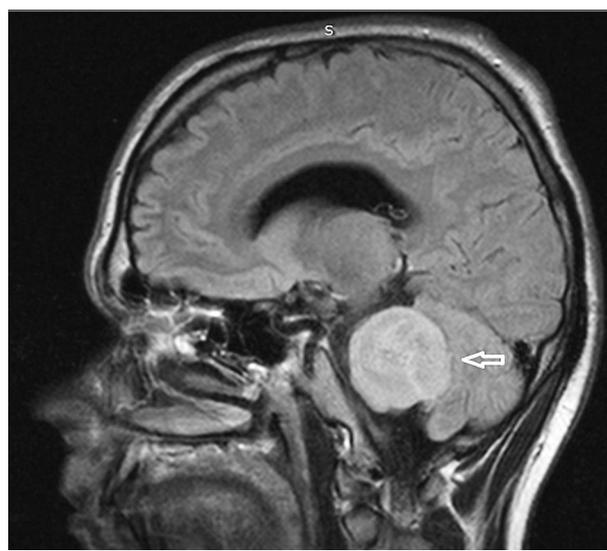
Результаты МРТ головного мозга пациента И. (стрелкой отмечено объемное образование левой гемисферы мозжечка).
